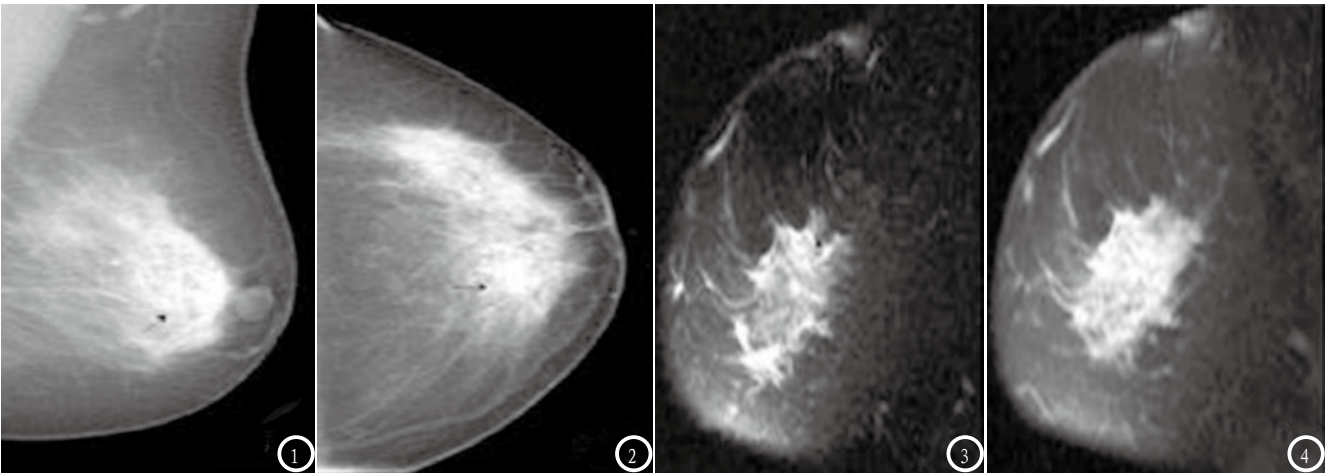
~2 显示轴位与斜位右侧乳腺外下象限局部密度增高，呈现片状，边界模糊不清，周围可见小毛刺；图3 显示MRI T₂WI压脂序列显示右侧乳腺上象限可见片、块状稍高信号影，边缘模糊不清，内见不规则低信号影；图4 MRI增强T₁WI压脂序列显示病灶呈弥漫性不规则强化。
